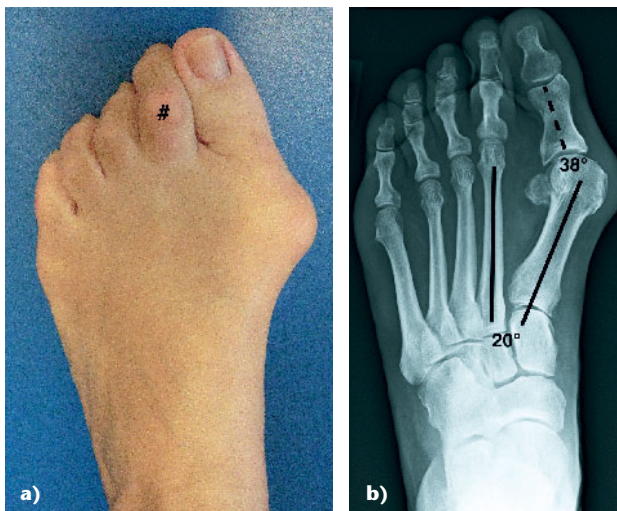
b a) Klinisches Bild eines schweren Hallux valgus mit zusätzlicher Pronationsfehlstellung der Großzehe. Dadurch ist eine Kraftübertragung über die Großzehe nicht mehr ausreichend möglich und es tritt eine Lastübertragung auf die Kleinzehenstrahlen auf. Deutliche Adduktion und teilweise Superduktion der 1. Zehe zur 2. Zehe mit konsekutivem Ausweichen der 2 nach dorsal. Entwicklung einer Krallenzehe und Ausbildung eines Clavus (#) an der Kontaktstelle der Kleinzehen mit dem Schuh. b) Native p.-a.-Röntgenaufnahme des Fußes aus Abbildung 3a. Deutliche pathologische Werte für den IM-I/II-Winkel (20°) und den HV-Winkel (38°). Im Großzehengrundgelenk zeigt sich eine deutliche Subluxationsstellung.
